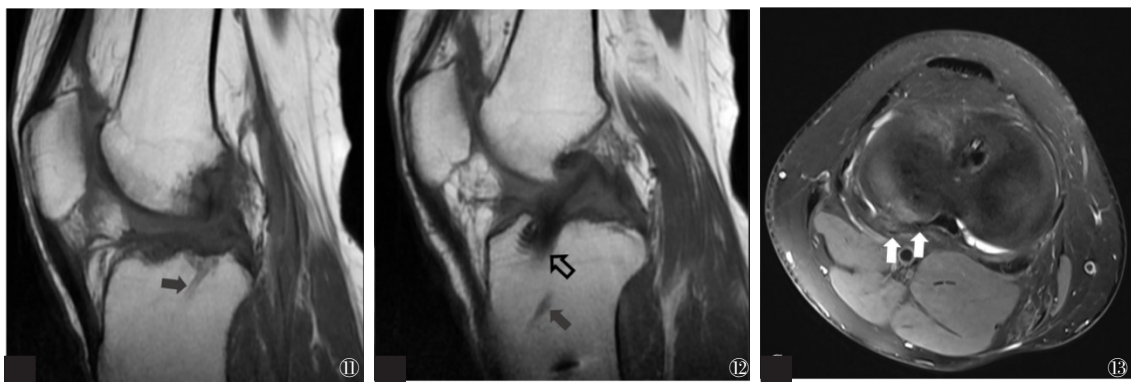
~13 LMPRT修复外侧半月板后根撕裂患者随访MRI。图11 LMPRT牵拉固定胫骨隧道(灰色箭头);图12 ACL移植胫骨隧道(黑线箭头)和LMPRT牵拉固定胫骨隧道(灰色箭头);图13 缝合LMPRT所用的Fast-Fix植入物(白色箭头)
